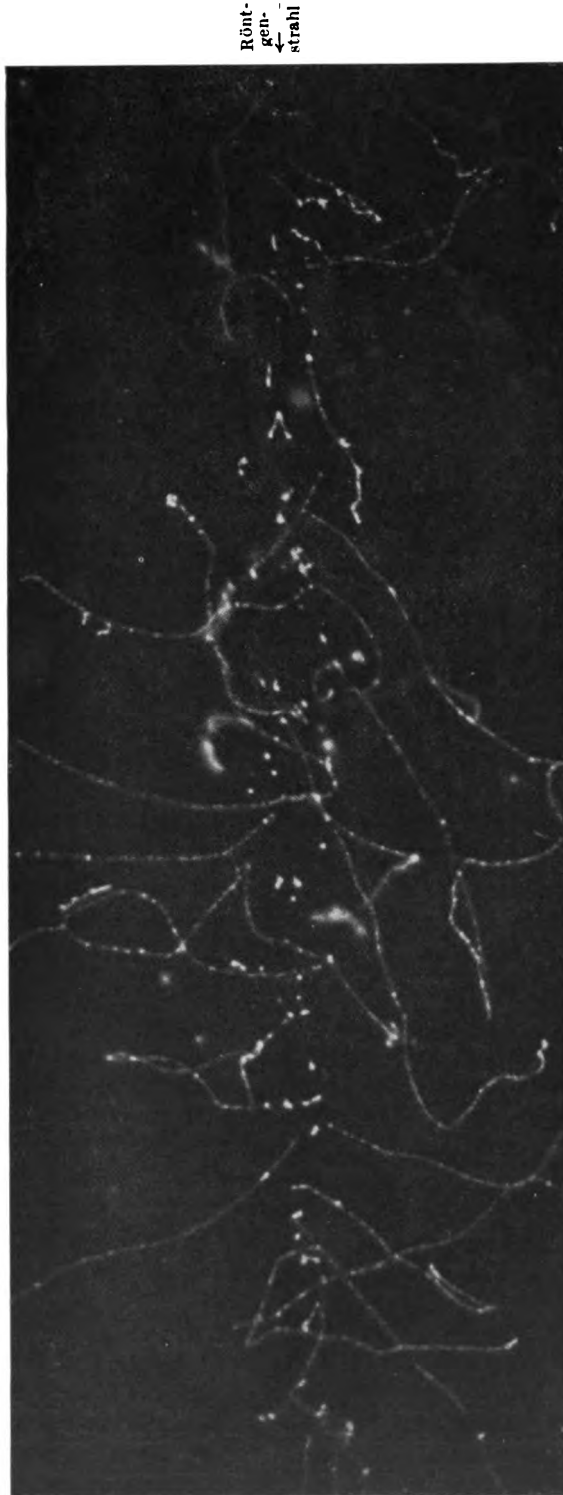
Nebelaufnahme von Elektronenbahnen von C. T. R. Wilson. Verschiedene Arten primärer Röntgenelektronen, „Lange“, „Fisch“, und „Kommabahnen“, von harten Röntgenstrahlen ausgelöst. Anfängliche Vorwärtskomponente der langen Bahnen. Röntgenstrahlbündel, etwa 3 mm Durchmesser, mit 0,06 mm Blei gefiltert. Enddruck 50 cm.
